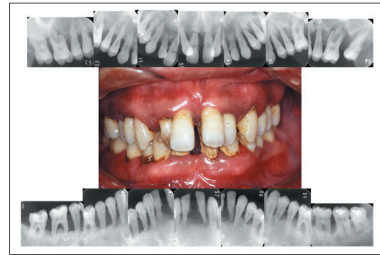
40歳男性、喫煙(1日20本)を伴う喫煙関連歯周炎患者(ステージIII、グレードC)初診時の口腔内写真とデンタルX線写真、喫煙に起因する歯肉のメラニン色素沈着は顕著で、歯周組織の破壊が進行しています。
